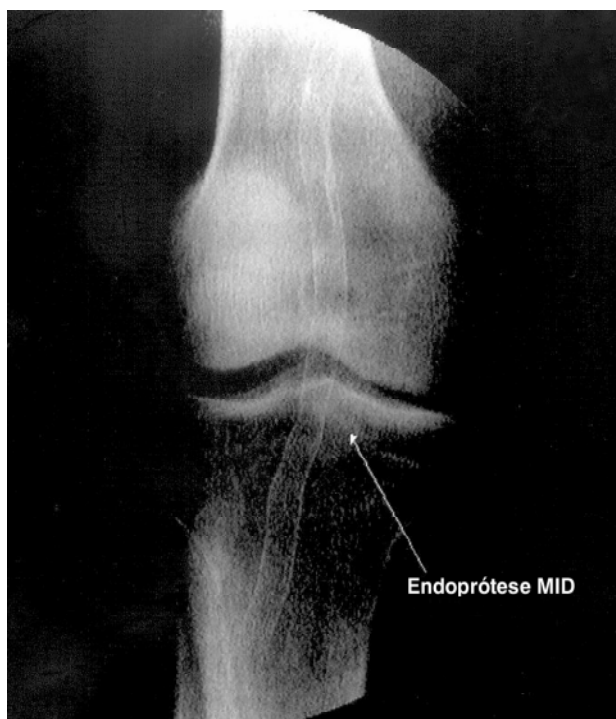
Radiografia simples (caso 2): visualização da malha do stent com boa acomodação na linha articular do joelho direito
